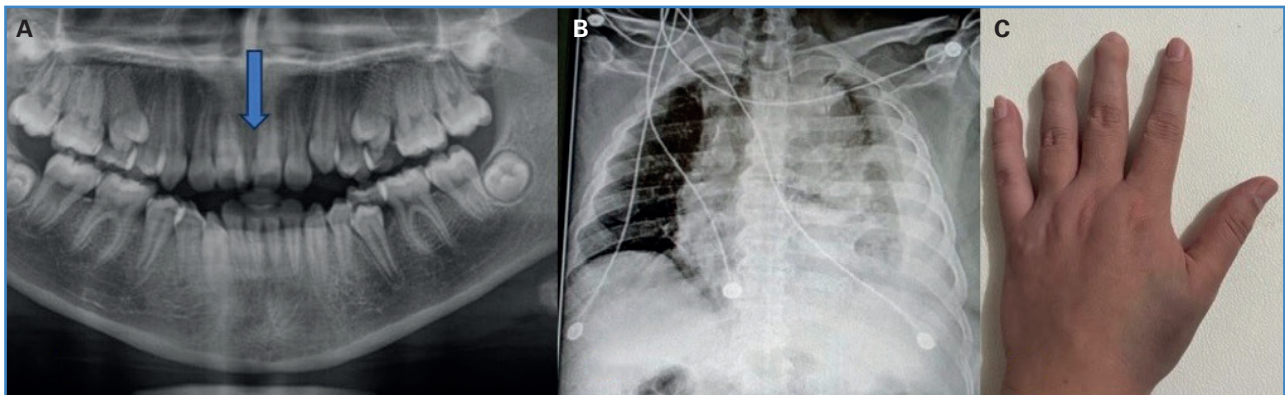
A. Radiografía panorámica con diente supernumerario interincisivo. B. Radiografía torácica. Ensanchamiento mediastinal y cardiomegalia de grado III. C. Braquidactilia en 3 y 4 orjejo con equimosis difusa.
